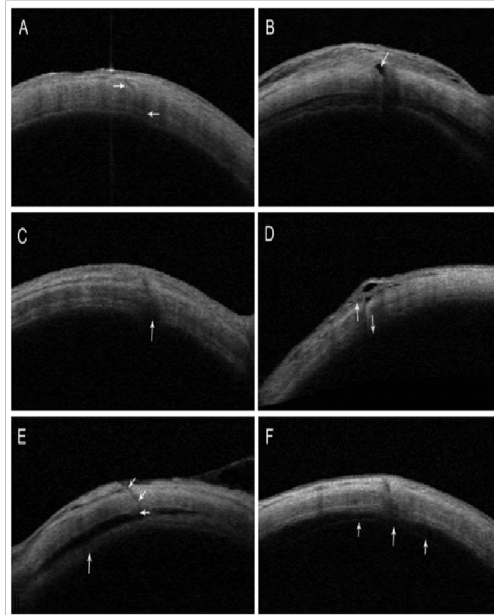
Ocular Coherence Tomography* pada skleritis memperlihatkan area hiporeflektif akibat edema sklera (panah pendek) dan akumulasi cairan subkonjungtival (panah panjang) (Ebnetter *et al.*, 2018)
